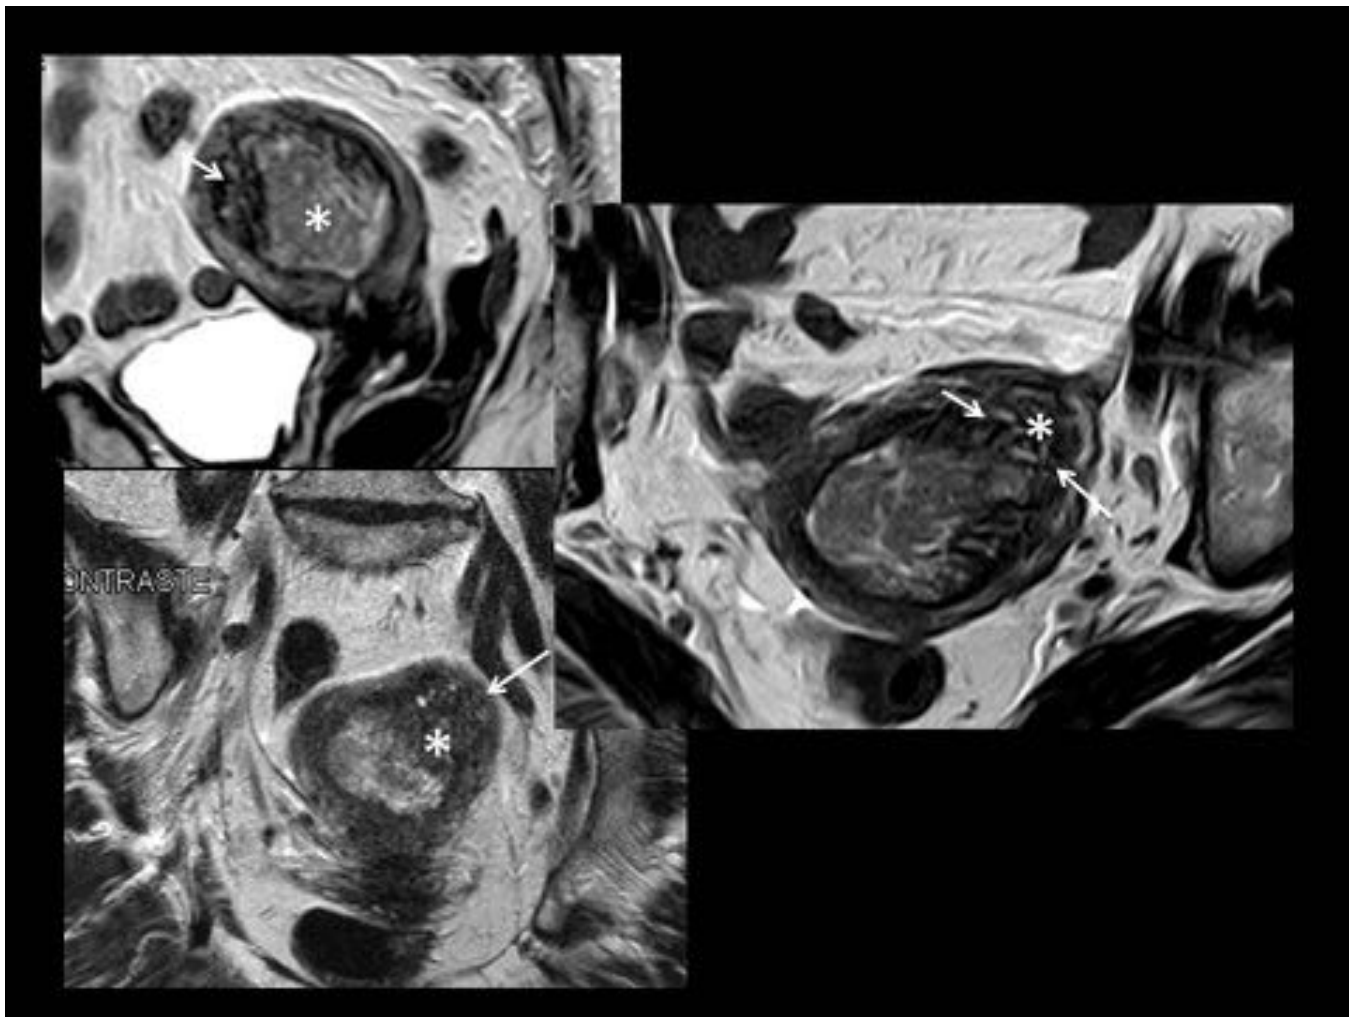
Mujer de 79 años con neoplasia de endometrio. El estudio de extensión mediante RM muestra una masa en cavidad endometrial de gran tamaño (*), que no sobrepasa la ZU (aún visible pese a la edad) estadio Ia. En la pared anterior se identifica además un foco de adenomiosis (flechas), que debe diferenciarse de afectación miometrial de la neoplasia.
